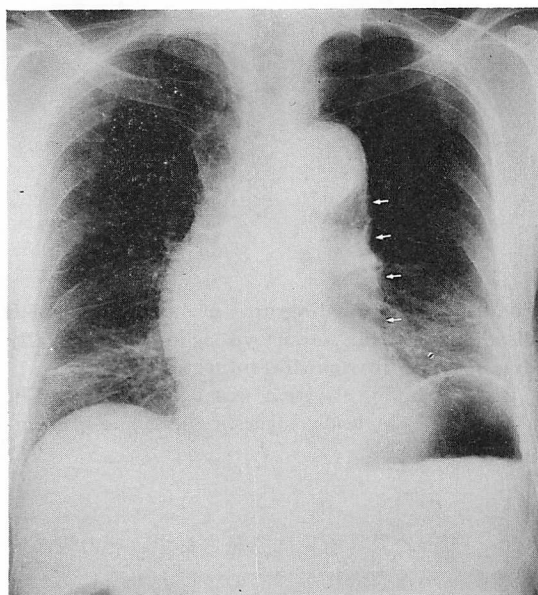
Chest radiograph of a patient with initial diagnosis of pneumonia.
